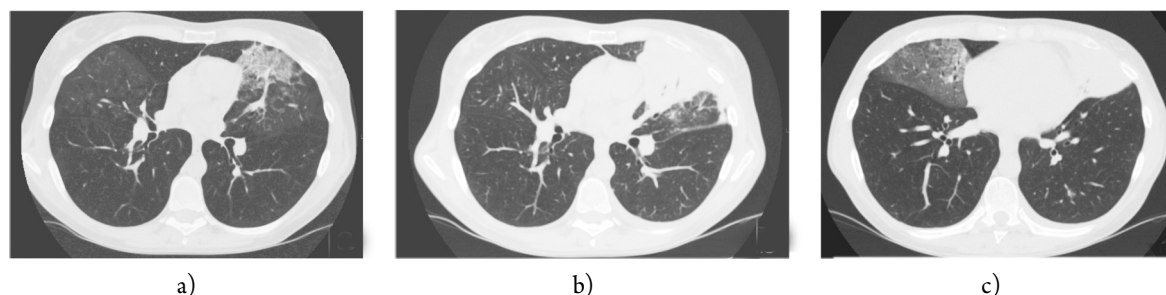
КТ-изменения в легких пациентки: а) ноябрь 2017 г.: участки консолидации и матового стекла с обеих сторон; б) июнь 2018 г.: разнонаправленная динамика (усиление консолидации слева, регресс матового стекла справа); в) феномен *crazy paving* справа (сочетание мозаичных участков «матового стекла» с ретикулярными изменениями)
